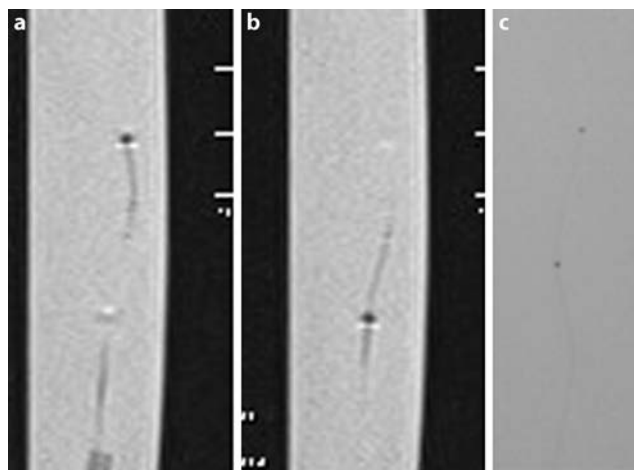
PX400 Mikrokatheter im MRT (T2) und Angiographie
